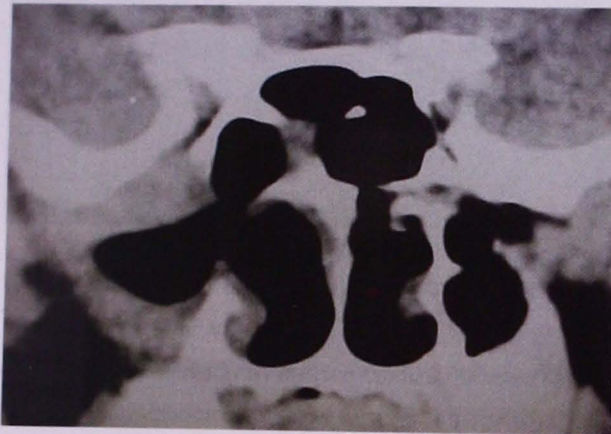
Tomografía coronal de control sin evidencia de lesión.
